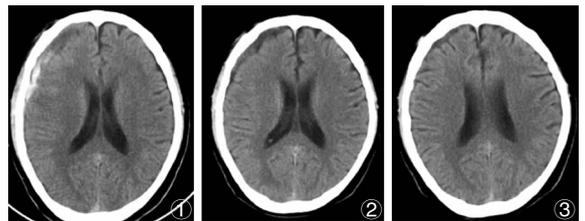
患者 74 岁,男性,治疗前后头颅 CT 变化。图 1:①治疗前头颅 CT:右额颞混杂密度 CSDH。②治疗 4 周后复查头颅 CT:原混杂密度影已转变成低密度影,血肿量明显吸收减少。③治疗 8 周后复查头颅 CT:原硬膜下血肿已完全吸收。
